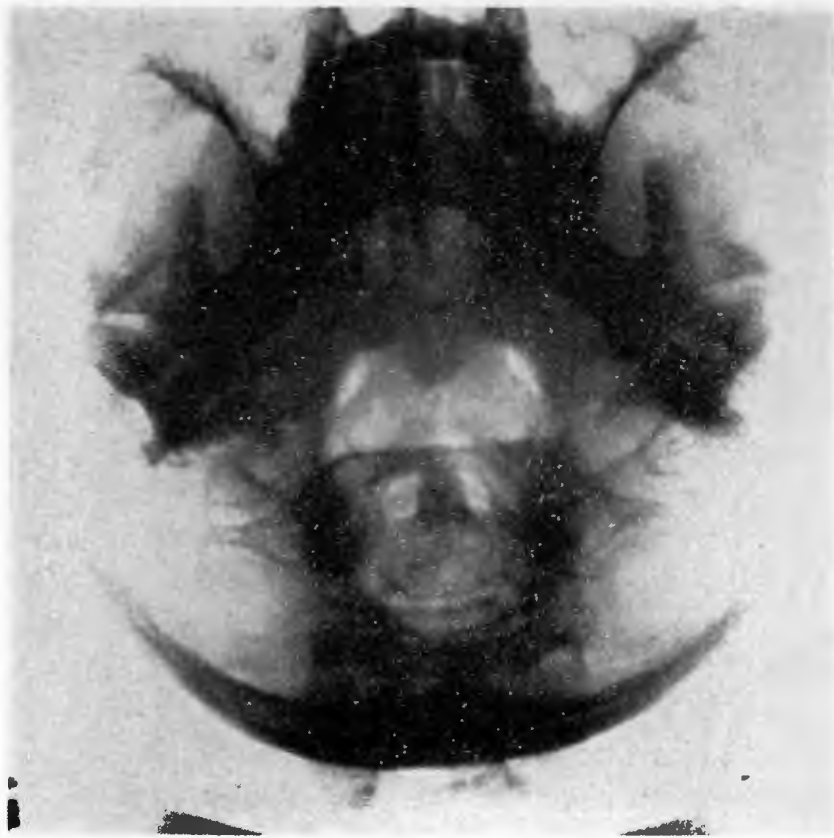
Radiografía de base del cráneo, visibilidad del agujero occipital y del atlas, con sus detalles óscos.
